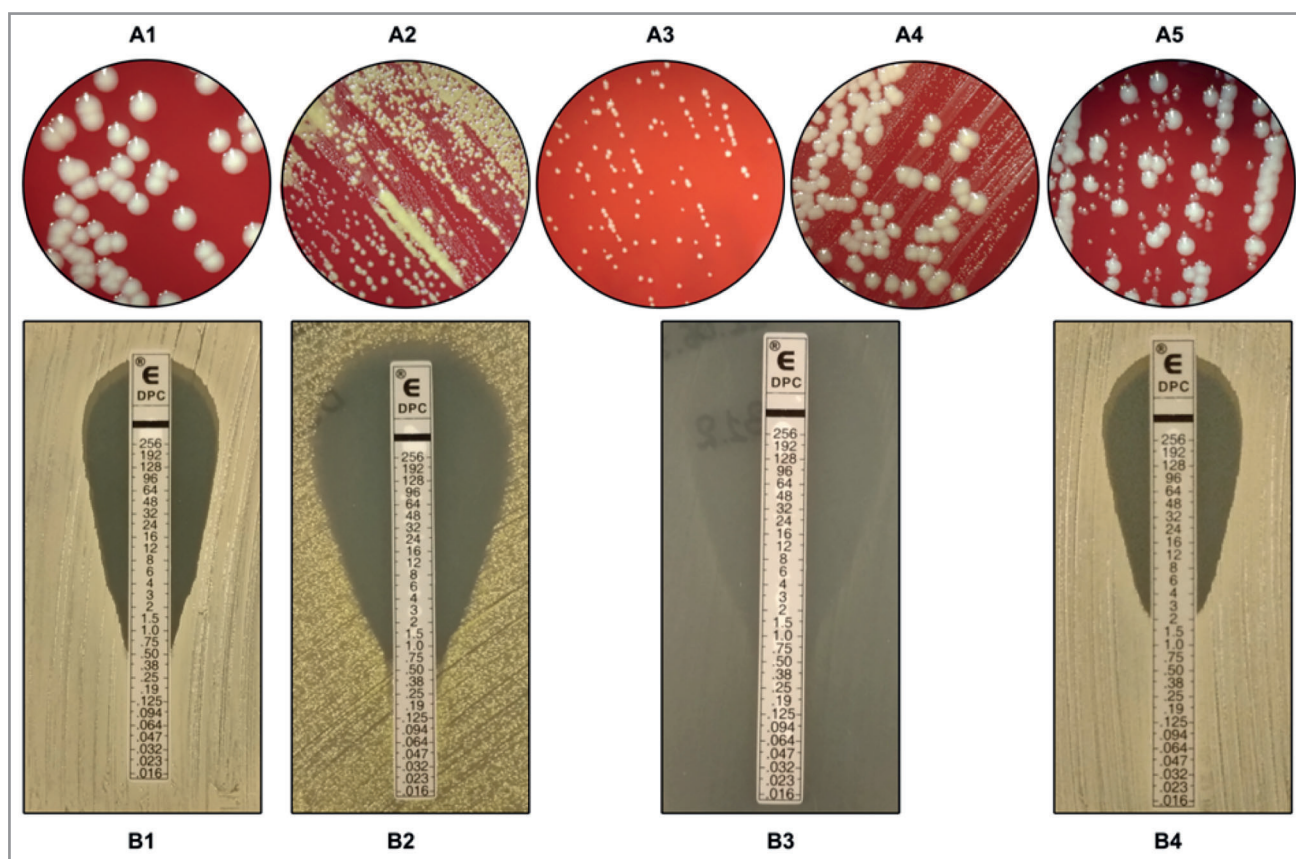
Фенотипическая диссоциация изолята SA0937 после воздействия гентамицином (А) и оценка устойчивости к даптомицину с помощью градиентных-диффузионных тестов (В).
